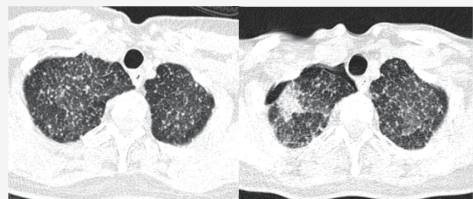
入院时胸部 CT 平扫 (左) 与 CT 引导下穿刺时胸部 CT 平扫 (右)
